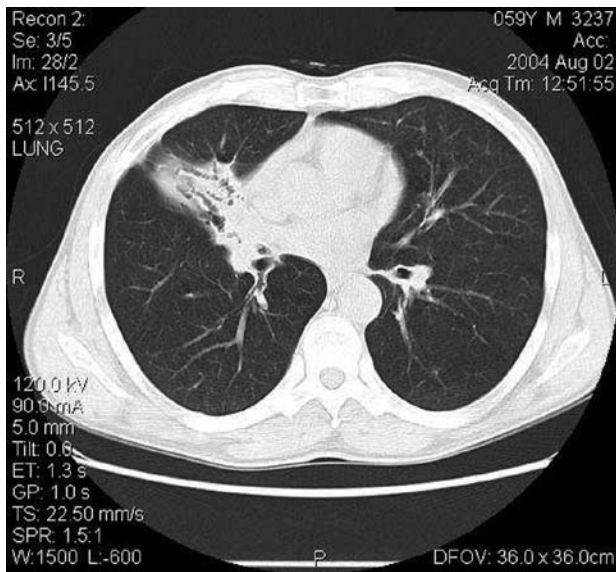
Chest CT scan demonstrating the presence of pulmonary infiltrations in the right middle and upper lobes.
